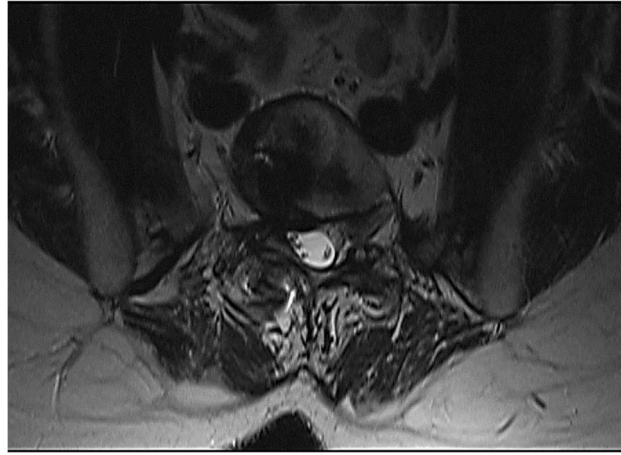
МРТ поясничного отдела позвоночника. Аксиальный срез на уровне L3-L4 (до оперативного лечения).
